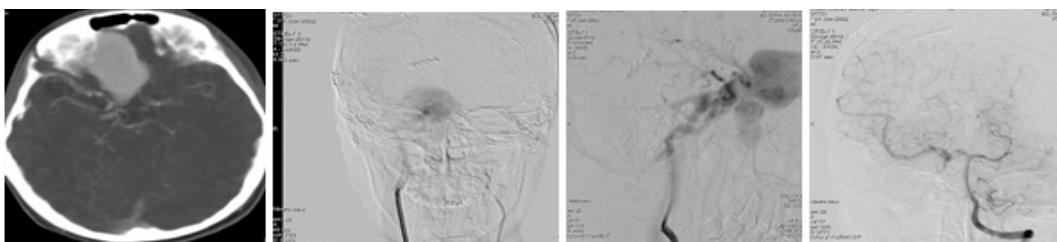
BN nam, 16 tuổi, hình CT xuất huyết dưới nhện và tụ máu sau chấn thương, hình DSA giả phình bóc tách ĐM thân nền trước và sau can thiệp stent-coils. (Nguồn: Bệnh viện Chợ Rẫy).
